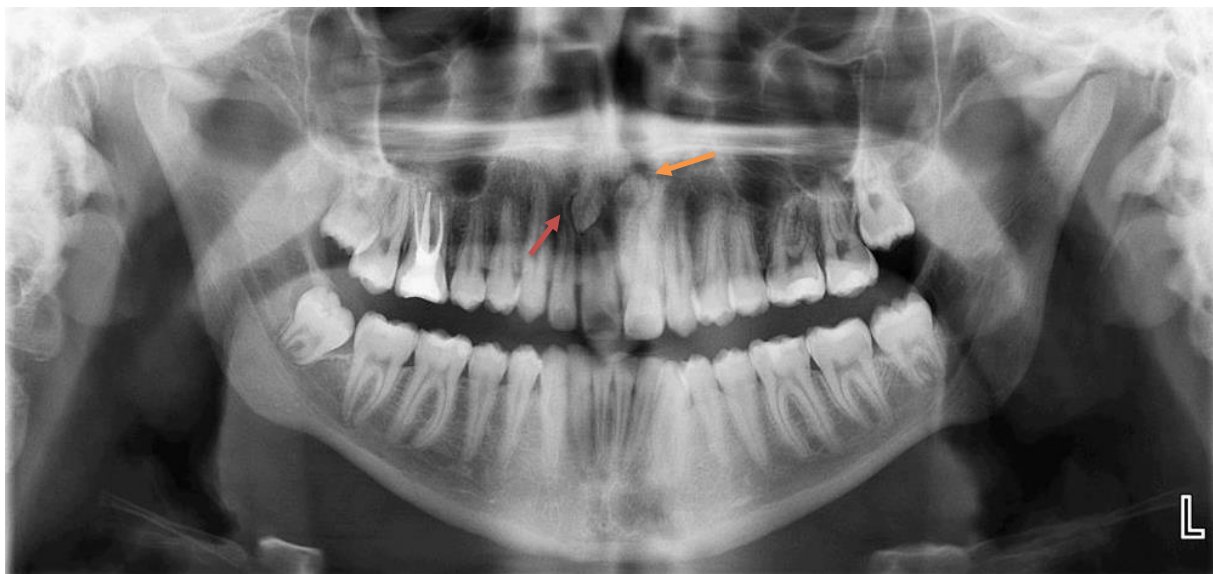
A Panoramic Radiograph Depicting A Case Involving The Presence of Two Mesiodentes. Red Arrow Shows the Right Mesiodens and Orange Arrow Shows the Left Mesiodens
